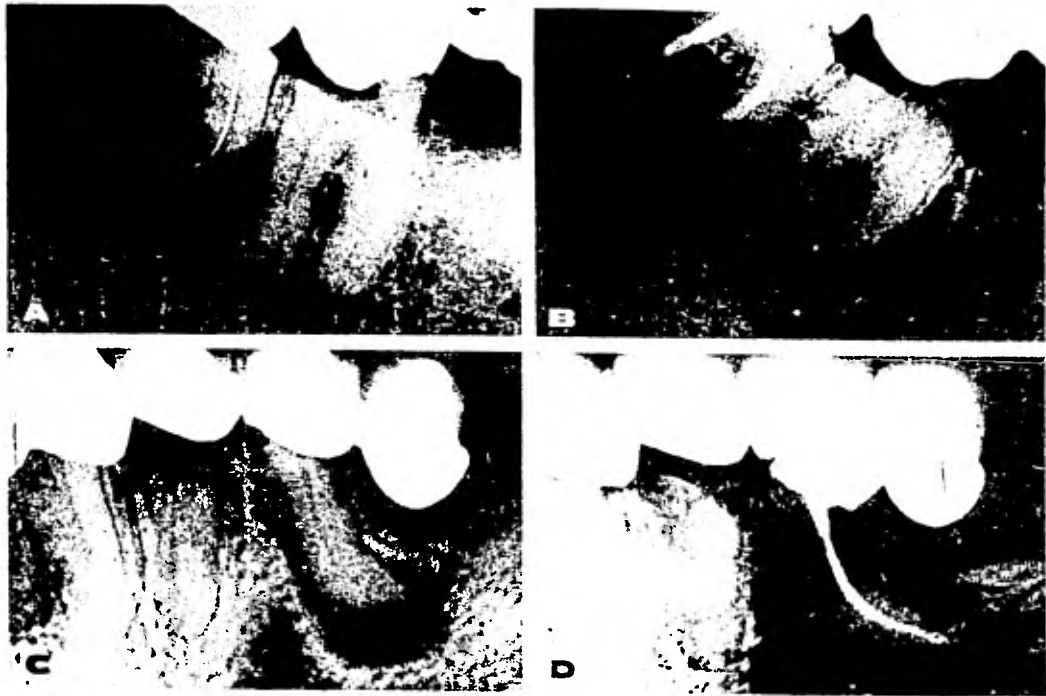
Conductos radiculares con curvaturas severas obturados mediante la técnica de cloropercha (difusión). A.- Prueba de la curvatura del conducto mediante un instrumento. B. Obturación mediante la técnica de difusión de cloropercha. C. Lesión periapical difusa. D-. Reparación posterior a la obturación con la técnica de cloropercha, después de un año.
